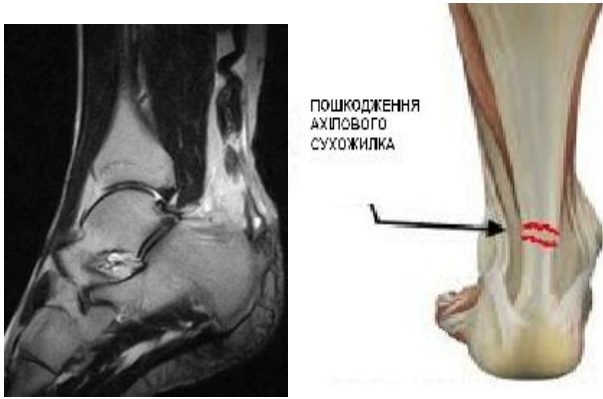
МРТ при пошкодженні ахілового сухожилля
